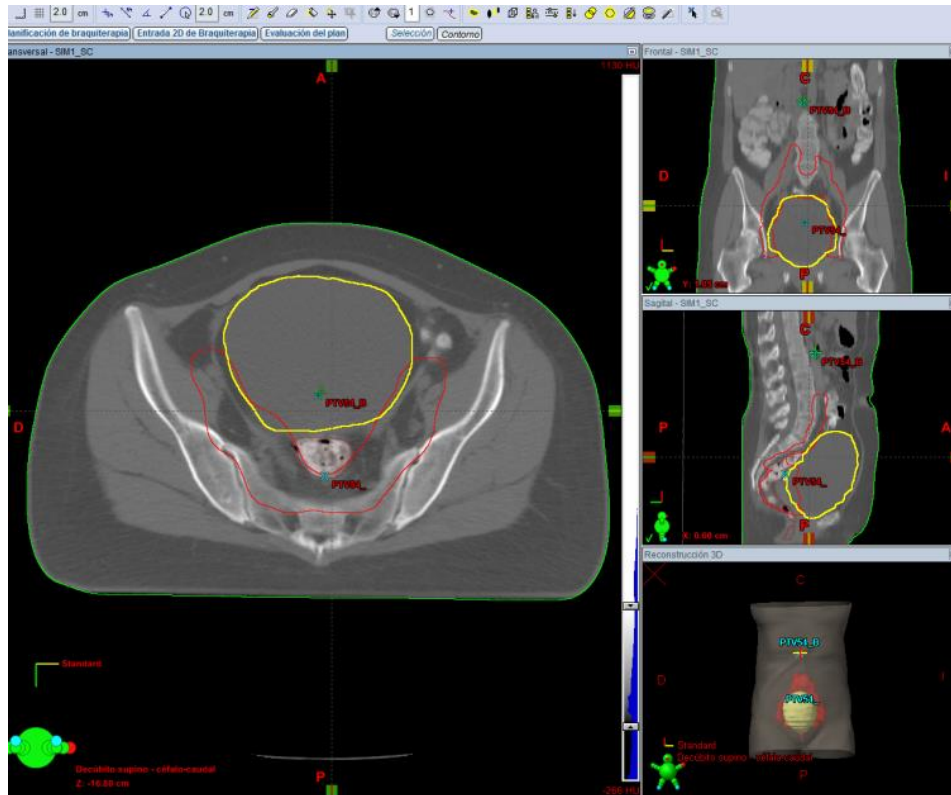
Vista del PTV45 (contorno rojo), vejiga (contorno amarillo) y recto (contorno marrón) en los tres cortes: axial, coronal y sagital de TC.
